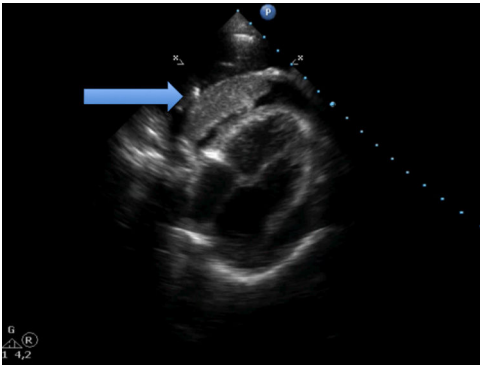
Ecocardiograma con proyección 4 cámaras donde se aprecia derrame pericárdico concéntrico importante con lesión de aspecto homogéneo y bordes bien delimitados (flechas) de localización fundamentalmente posterior y apical, en relación con ventrículo izquierdo.
